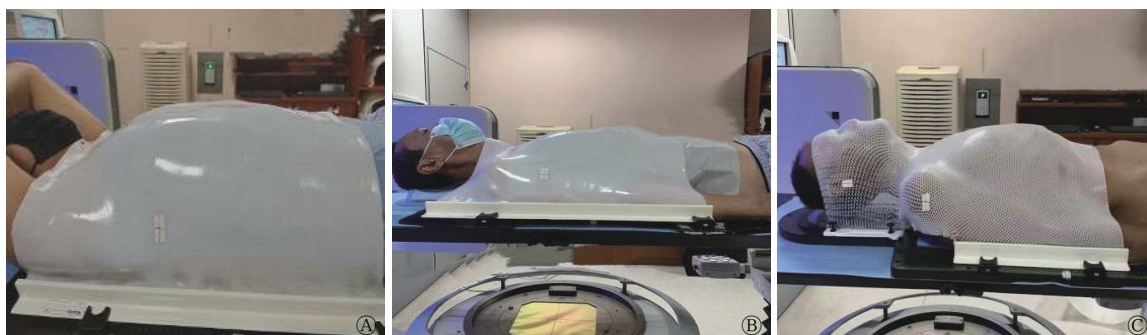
CT模拟定位患者的胸腹平架(A、B)、颈胸一体架(C)热塑体膜固定 A为双手交叉置于额前;B、C为双手置于体侧。CT为计算机断层摄影术
